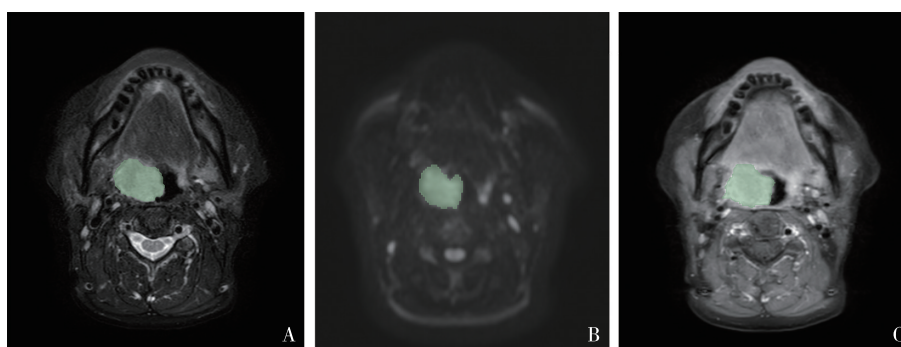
OPSCC患者(58岁,女性)MRI影像和勾画的ROI
